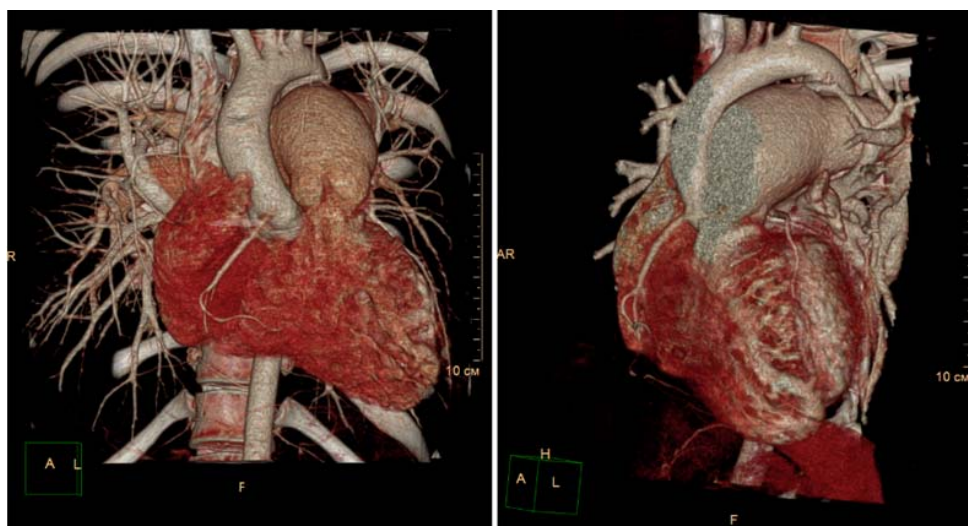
Мультиспиральная компьютерная томография 14.12.2017, трехмерная реконструкция. Расширение легочного ствола
